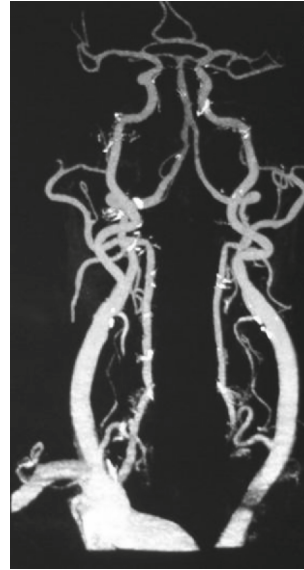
Computed tomographic angiography view of our case showing severe stenosis of the left common carotid artery.
